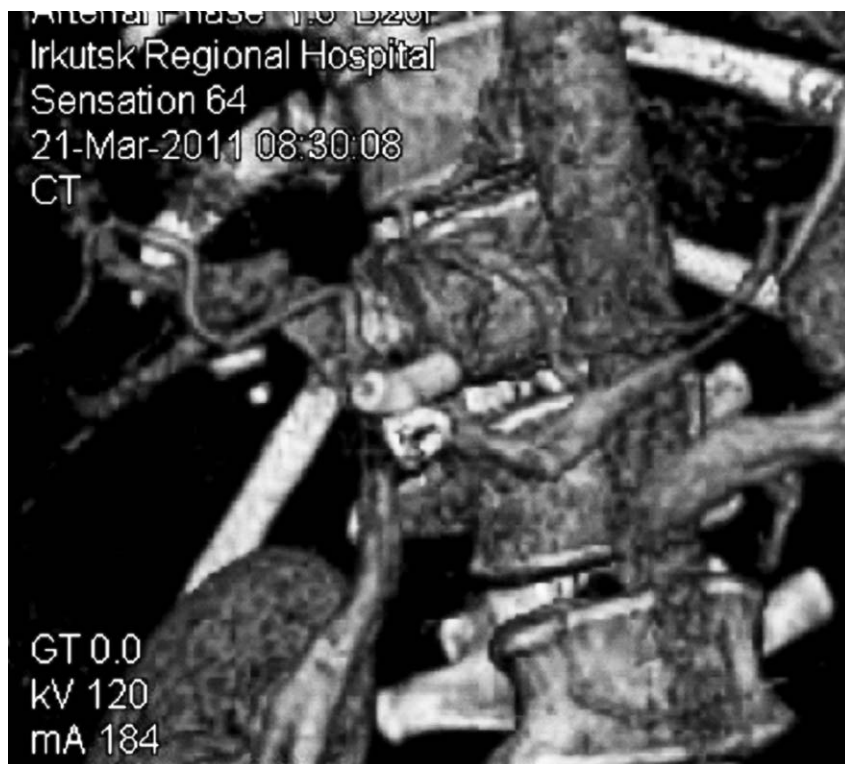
МСКТ — ангиография бассейна чревного ствола. Стент СПА полностью проходим, отсутствие контрастирования полости псевдоаневризмы
